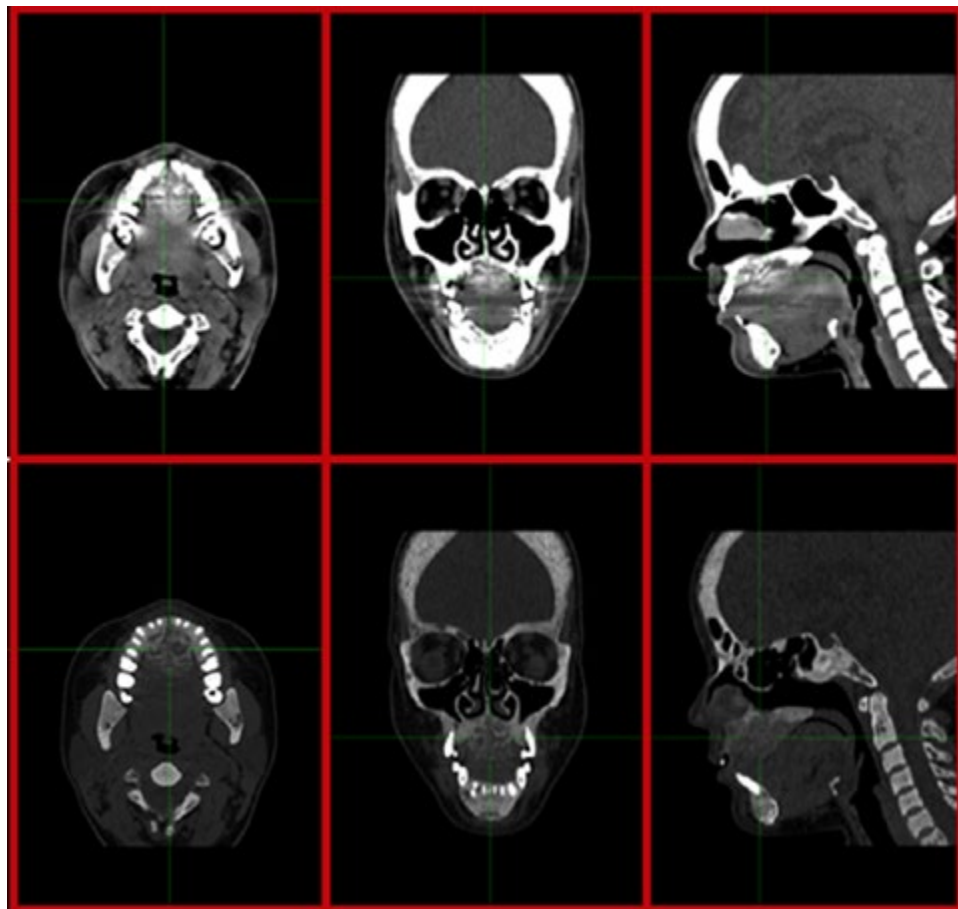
Tomografía axial computarizada de senos paranasales
